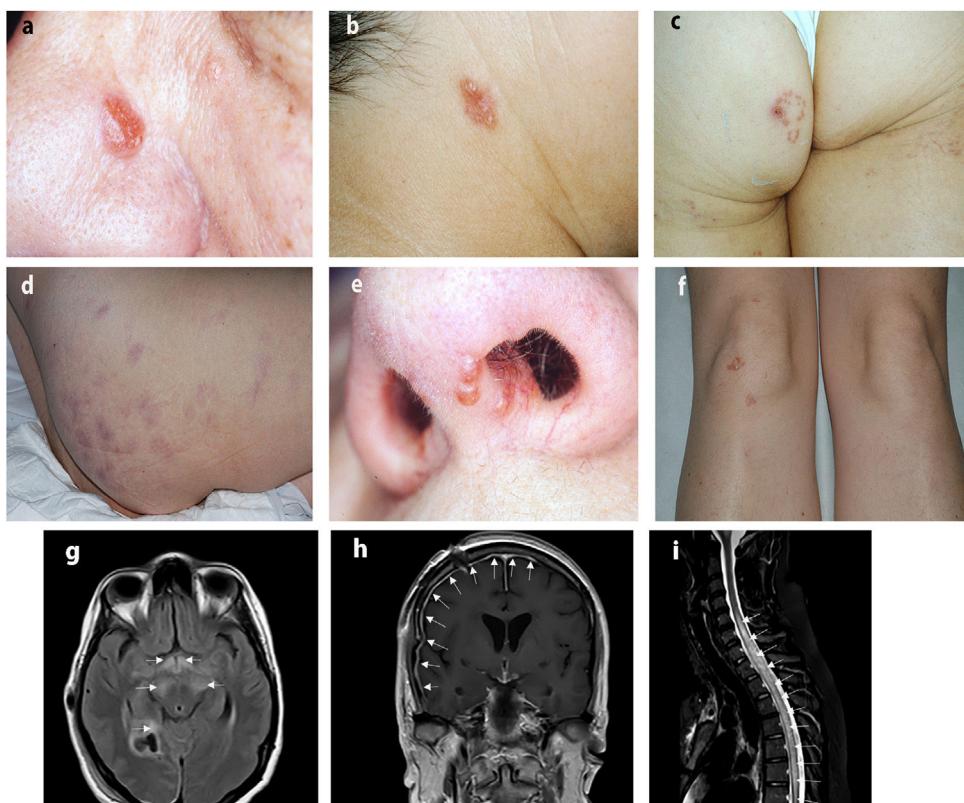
Imágenes clínicas de algunas lesiones cutáneas en pacientes con NS e imágenes de lesiones de NS obtenidas mediante resonancia nuclear magnética. a) Placa infiltrada en la nariz. b) Placa infiltrada en la cara lateral del cuello. c) Placa anular en el glúteo. d) Placas eritemato-violáceas en los glúteos. e) Lesiones de lupus pernio en la ventana nasal. f) Sarcoidosis papulosa de las rodillas. g) Resonancia nuclear magnética: secuencia FLAIR transversal que objetiva áreas de hiperintensidad mesencefálicas bilaterales y en hipotálamos. h) Resonancia nuclear magnética: secuencia T1 con gadolinio que muestra captación meníngea difusa. i) Resonancia nuclear magnética: secuencia STIR de médula con hiperintensidad del cordón medular compatible con mielitis transversa longitudinalmente extensa.
